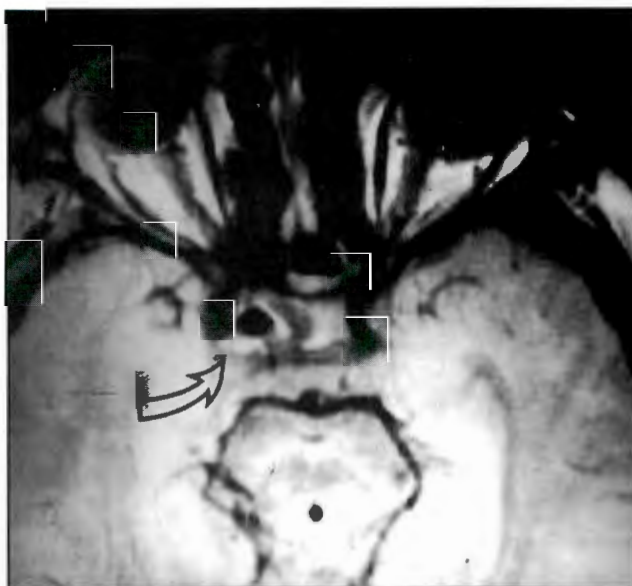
Imagen por RM efectuada veinte días después de la TC negativa. En la región del seno cavernoso se observa una imagen hipointensa rodeada de un halo hiperintenso, compatible con un aneurisma carotídeo intracavernoso (flecha).
